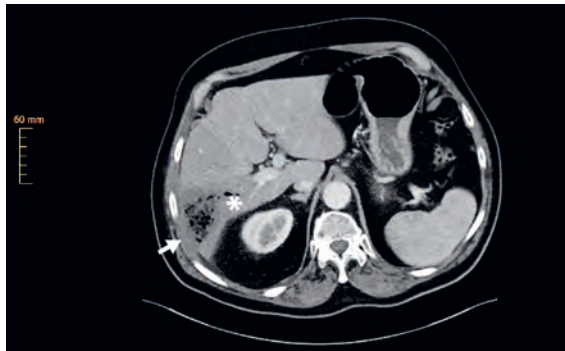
CT Abdomen Tag 2: Entzündlicher Leberherd mit multiplen Gaseinschlüssen (Pfeil), Thrombophlebitis des Pfortaderastes (Stern).
